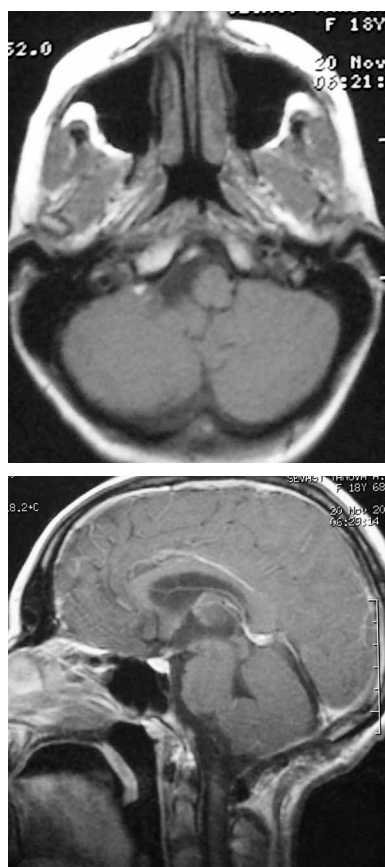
Магнитно-резонансные томограммы пациентки С., после оперативного лечения.
